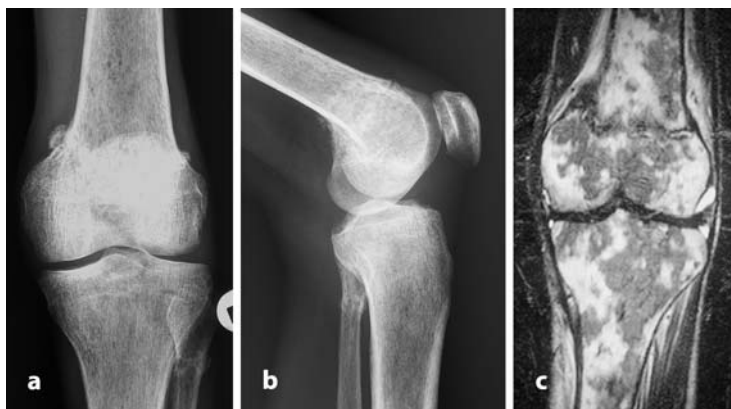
c ▲ Multifokales Non-Hodgkin-Lymphom mit Manifestation am distalen Femur, in der proximalen Tibia und in der proximalen Fibula. Röntgenbilder in 2 Ebenen (a anteroposterior, b lateral) zeigen eine osteolytische Knochendestruktion vom permeativen Typ. Eine periostale Reaktion ist nicht erkennbar. Im distalen Femur und in der proximalen Fibula liegen pathologische Frakturen vor. Die Magnetresonanztomographie (c STIR) zeigt ein fleckförmig hyperintenses Muster
